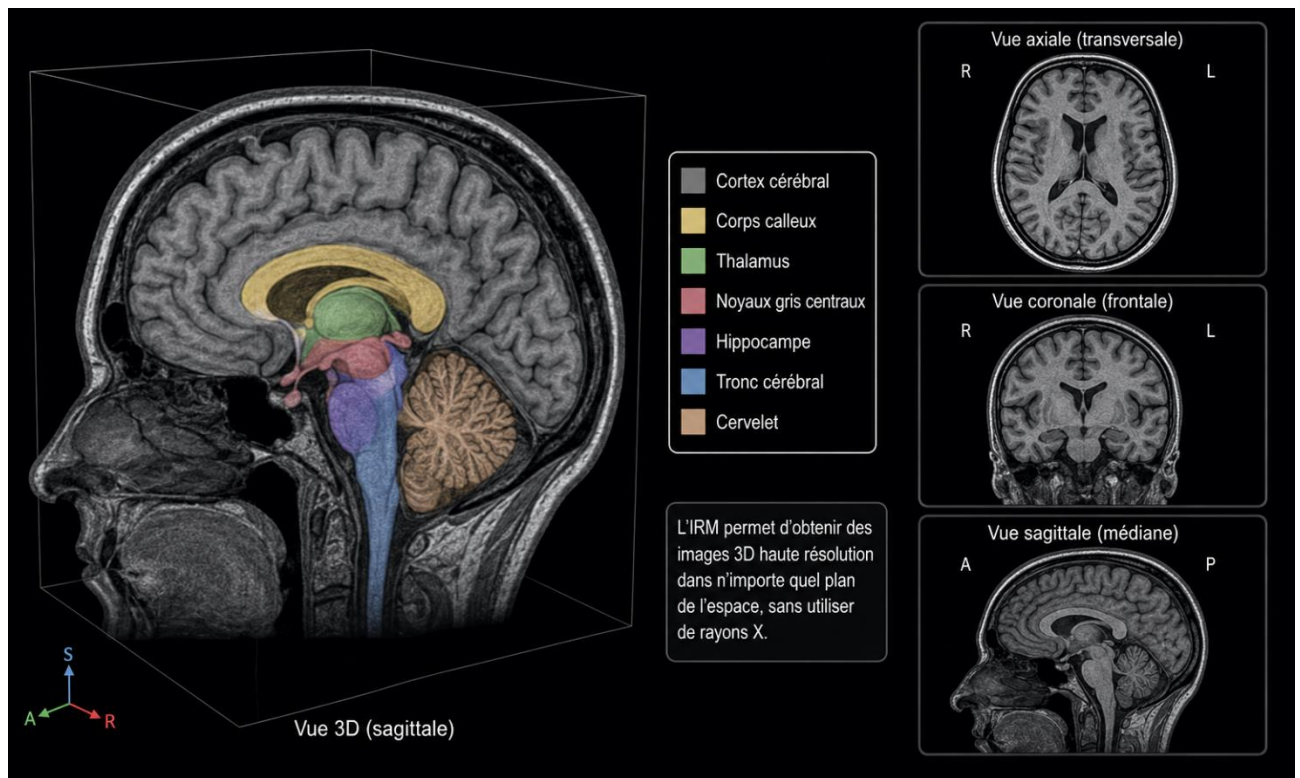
Exemple d'image IRM cérébrale 3D
